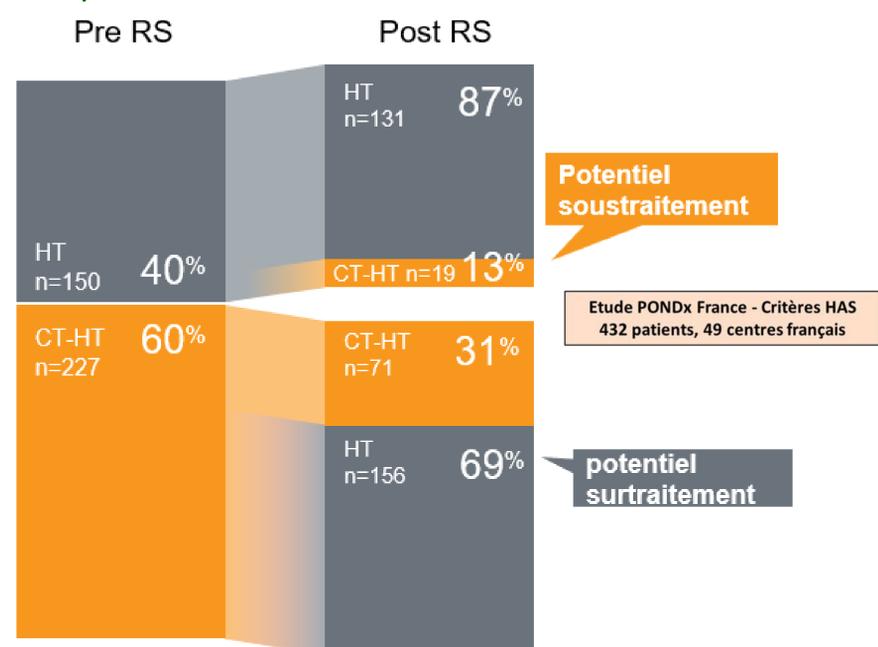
Réduction relative de la CT dans la population HAS (N0, Nmic, G2, 1-5cm)
